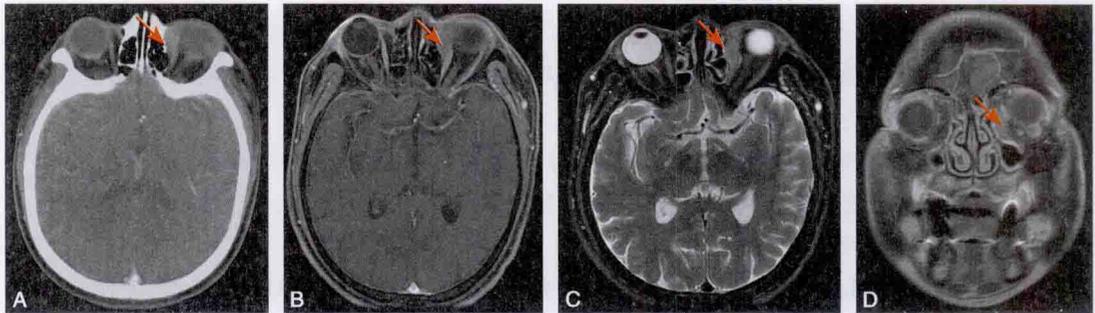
眼淋巴瘤 CT(A)和 MRI(B-D)表现
